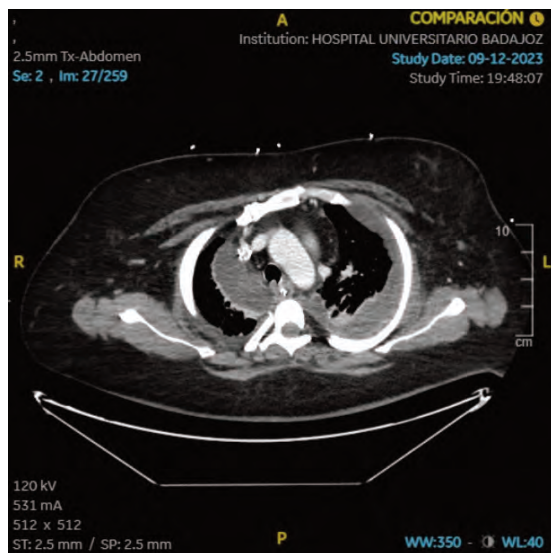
TAC de tórax que evidencia la presencia de colecciones mediastínicas con burbujas de aire en su interior así como derrame pleural.
